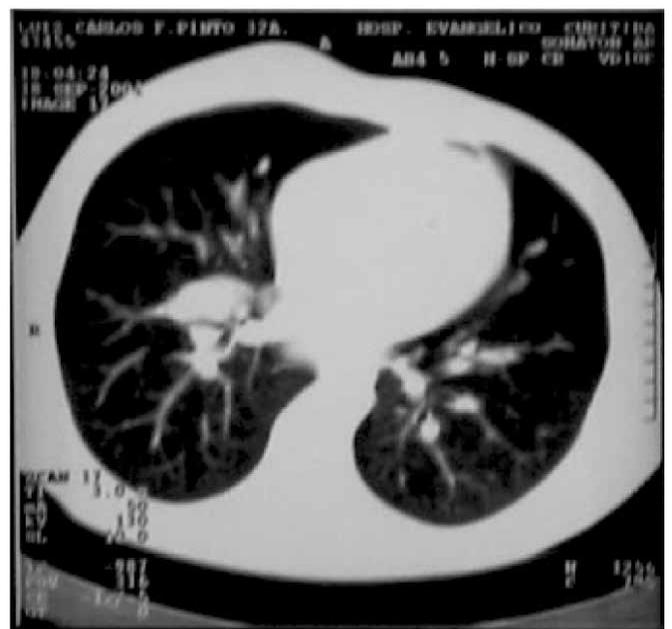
Tomografia de tórax, mostrando massa volumosa envolvendo o hilo pulmonar direito, sem planos definidos em relação ao mediastino. Massa em hilo pulmonar esquerdo e linfonodos paratraqueais superior e inferior.
